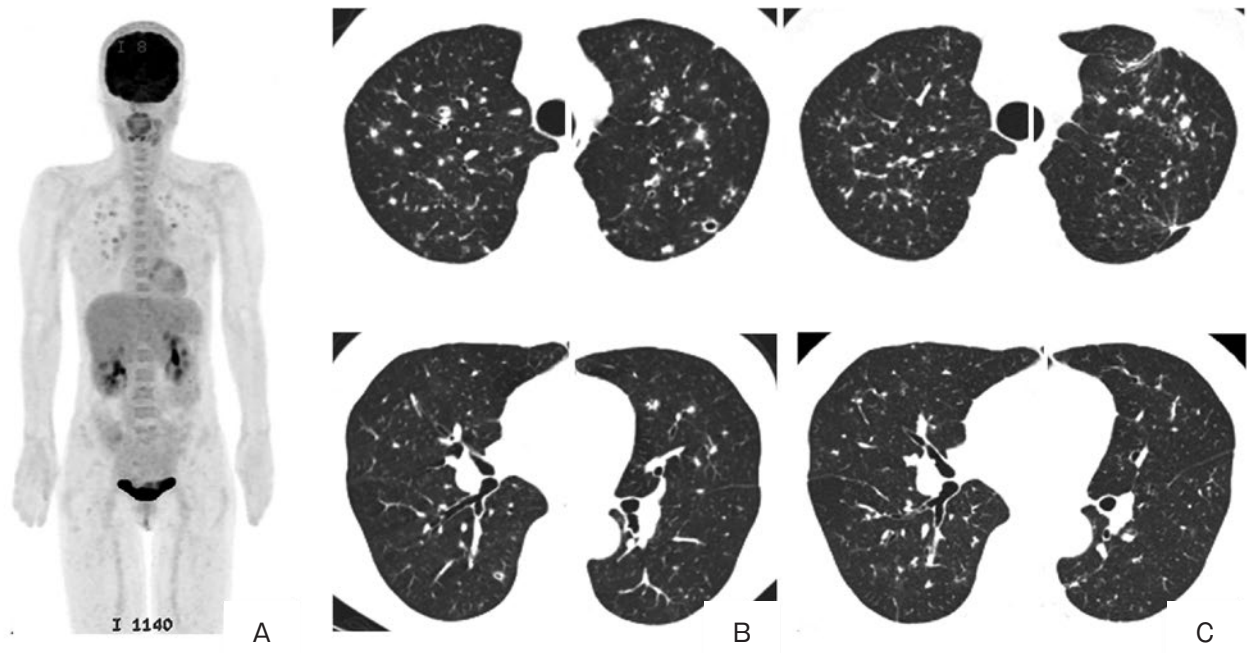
CT画像。(A)入院時PET-CT. 両側肺野の結節に一致して集積を認める。(B)入院時HRCT. 両側肺野上葉優位に多発する結節影と一部空洞化を認める。(C)ネオシーダー吸入後HRCT. 両側上葉優位に多発する結節影と新規結節影を認める。
